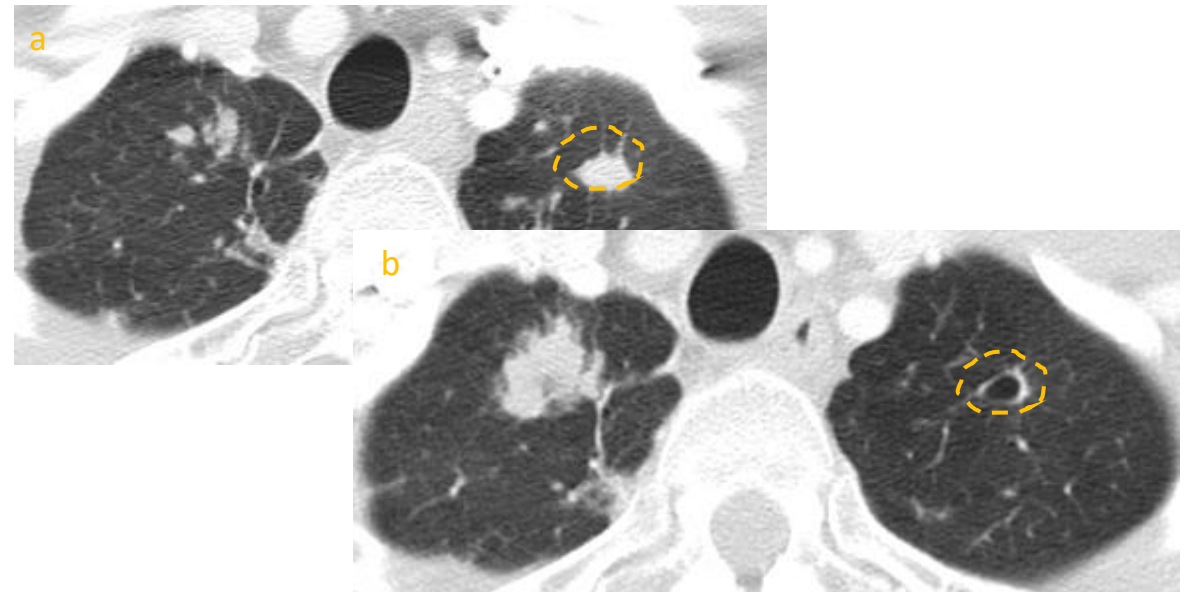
Vaciamiento de un quiste en el lóbulo superior izquierdo. En la TC de seguimiento (b) aparece como una cavidad sin contenido, probablemente debido a la comunicación con las vías respiratorias (círculo punteado).
